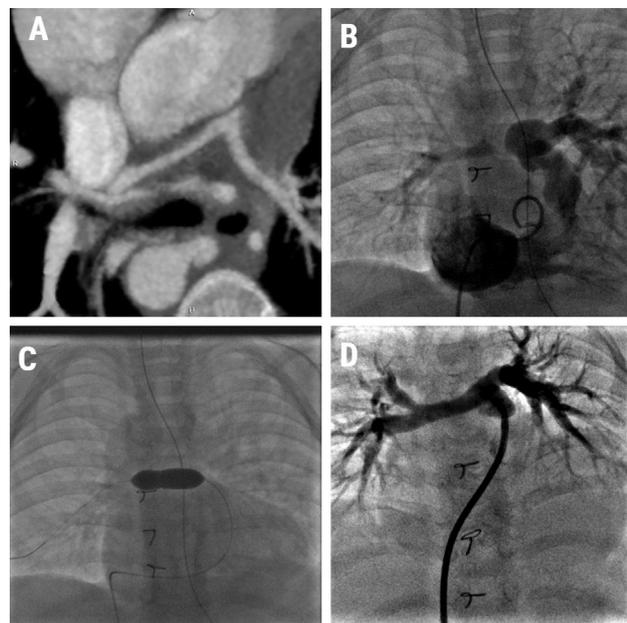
Этапы развития легочного русла: компьютерная томограмма гипоплазированных легочных артерий (А); этапное эндоваскулярное вмешательство по поводу стеноза правой легочной артерии (В, С); легочные артерии перед радикальной операцией (D)
